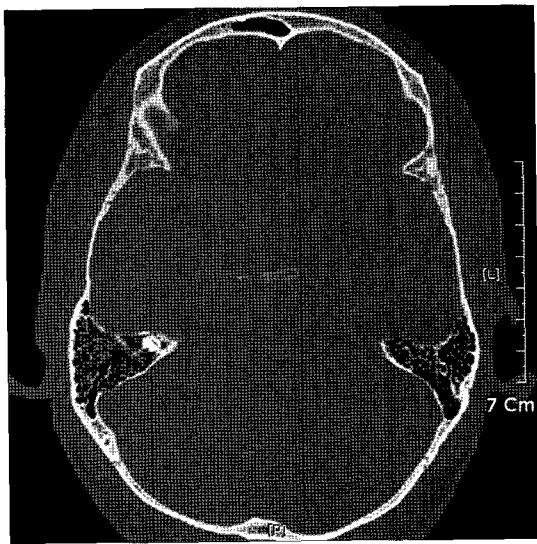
In the follow-up temporal bone CT (POD #28), pneumocephalus at Lt. cerebellar convexity resolved completely, and no fractures were seen.
